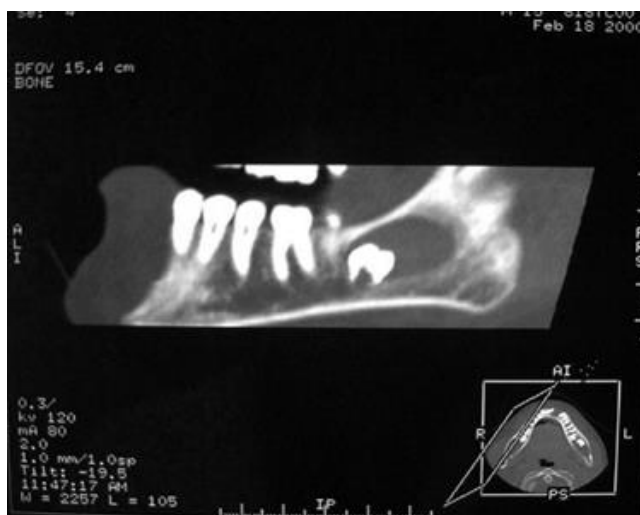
Corte lateral de una tomografía computarizada en la que se observa la extensión del quiste folicular asociado al cordal inferior izquierdo incluido.
